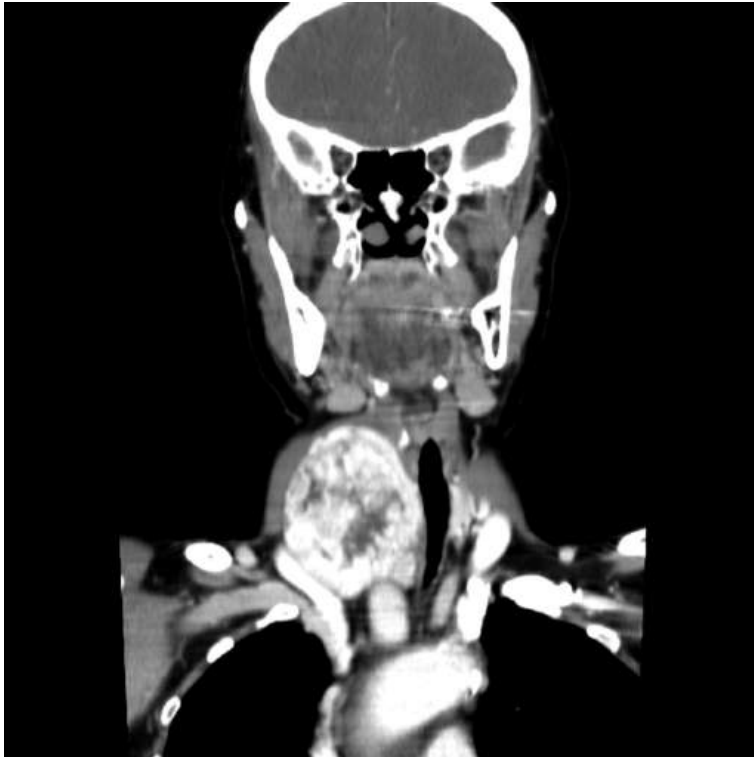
Tomografía computarizada sugestiva de carcinoma de paratiroides de gran volumen en el lado derecho, heterogéneo, de forma irregular y lobulado, que invade estructuras adyacentes.
